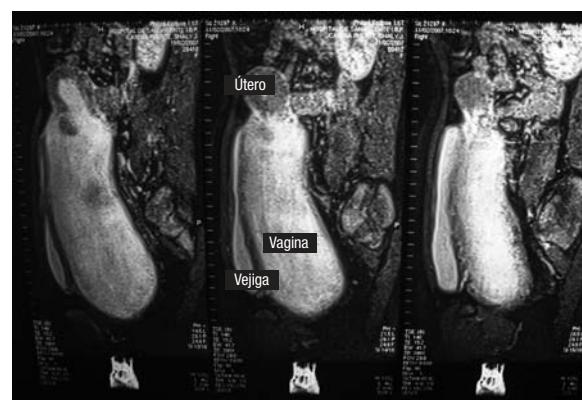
La resonancia magnética reveló una vagina llena de orina y muy dilatada que ocupaba casi por completo la cavidad pélvica y rechazaba en sentido anterior a la vejiga.
